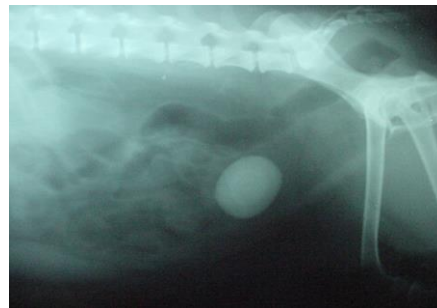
Radiografía abdominal.
